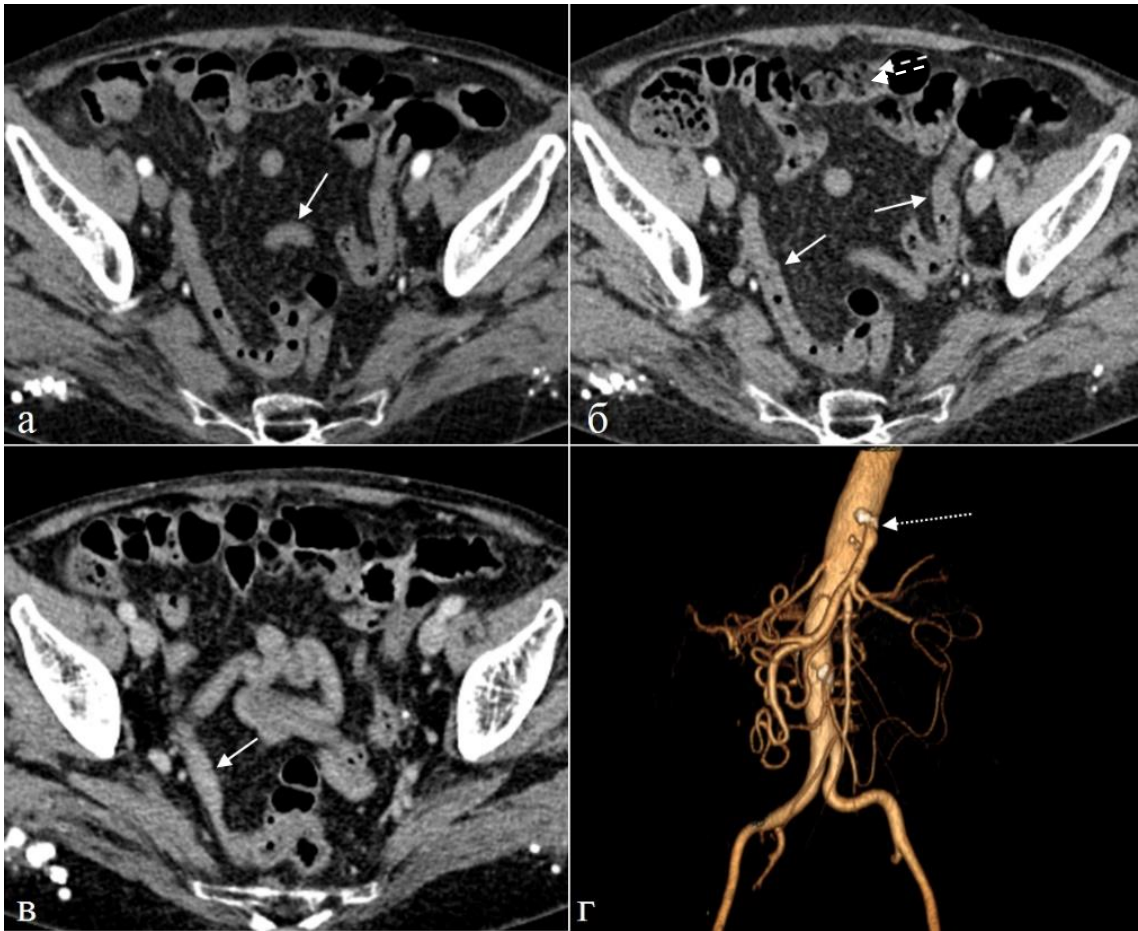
Больная 80 лет. Мезентериальный артериальный тромбоз: стеноз чревного ствола, субокклюзия верхней брыжеечной артерии от устья; хронический ишемический колит. а) б) артериальная фаза, в) паренхиматозная фаза КУ, г) 3-D реконструкция томограмм аорты и ее ветвей. Определяется минимальное КУ стенки подвздошной кишки лишь в позднюю артериальную и паренхиматозную фазы КУ (непрерывные стрелки). Стенка кишки существенно не утолщена. На рисунке г) показано сужение устья чревного ствола и полная окклюзия устья ВБА (пунктирная стрелка).
